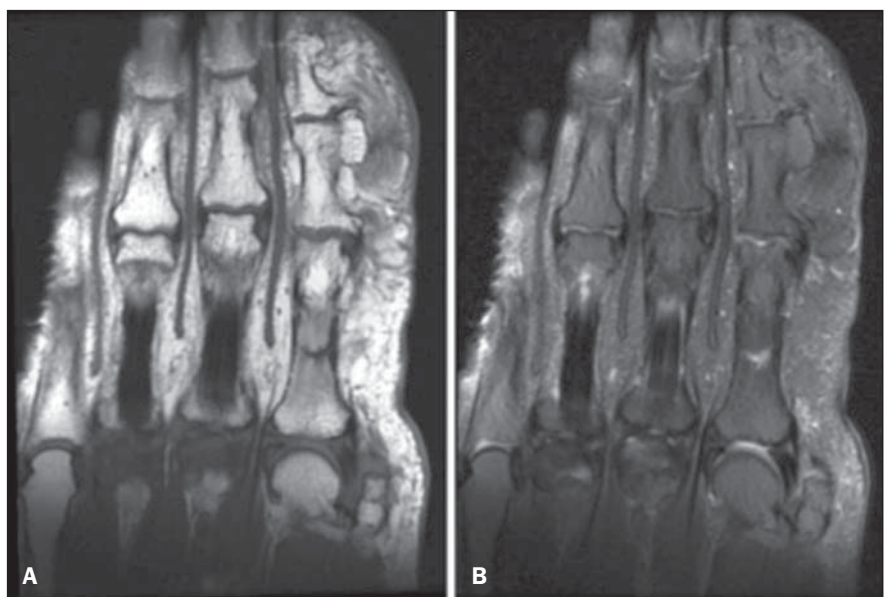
RM, cortes coronais ponderados em T1 sem saturação de gordura (A) e em T2 com saturação de gordura (B).
